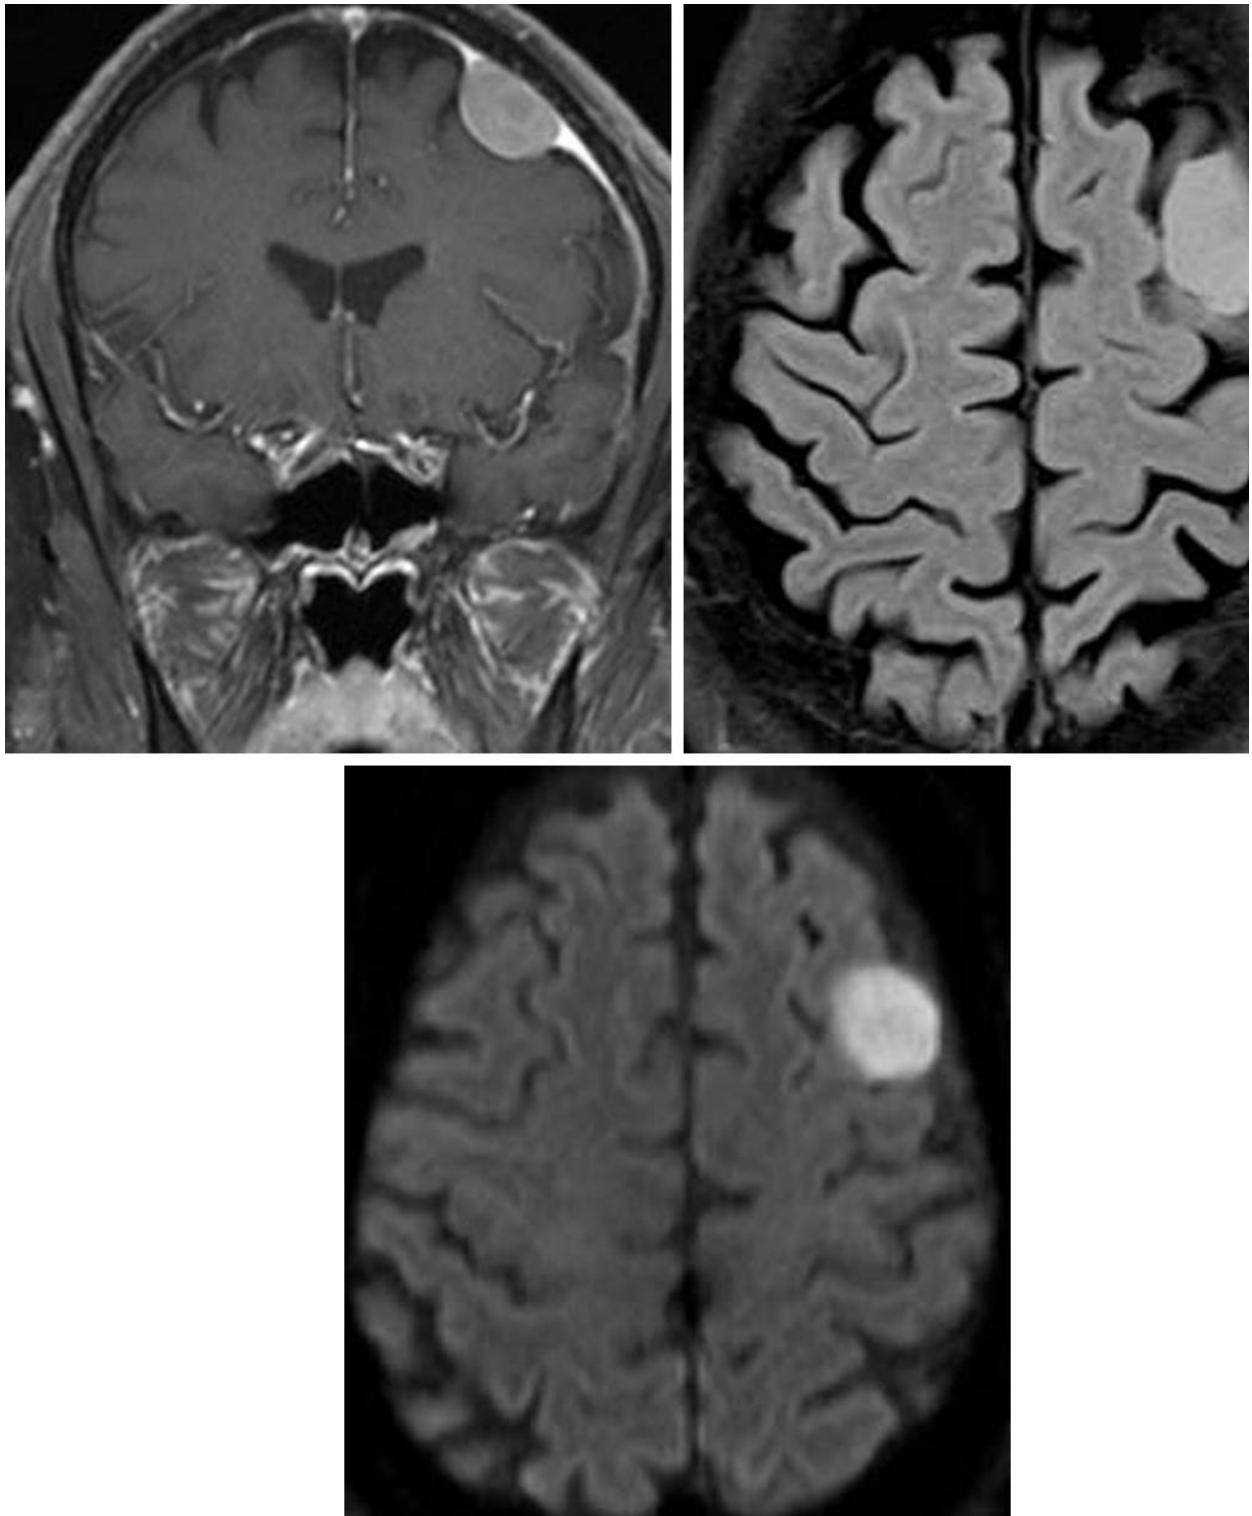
脑膜瘤边界明显，FLAIR 表现为明显的轴外、中度高信号（右上图），肿块表现为中度强化及相邻脑膜增厚强化，“脑膜尾征”明显。在 DWI 相有明显的弥散受限（下图），虽然这并不一定会表现在脑膜瘤中，但有利于鉴别诊断。
